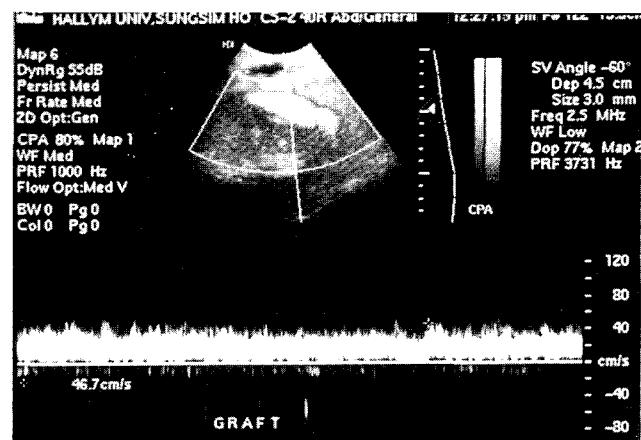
Postoperative doppler sonography shows the patency of graft. The peak flow is 46.7 cm/s.
